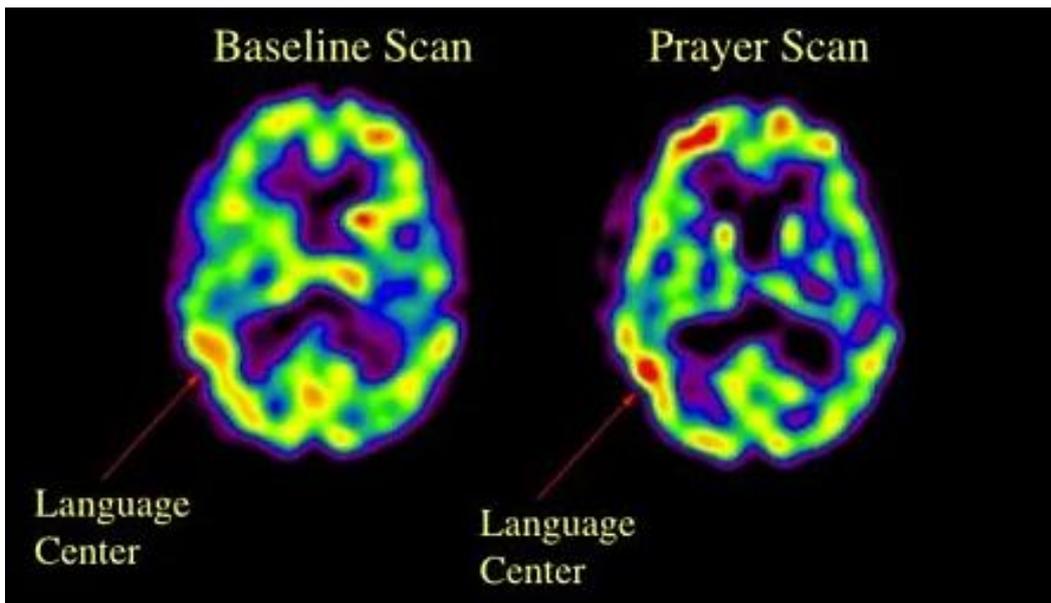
Imagem de tomografia computadorizada por emissão de fóton único comparando áreas cerebrais sem oração e com oração intensa demonstrando atividade no lobo frontal e no centro da linguagem (área vermelha). Extraído e modificado de Kurland (2018)
